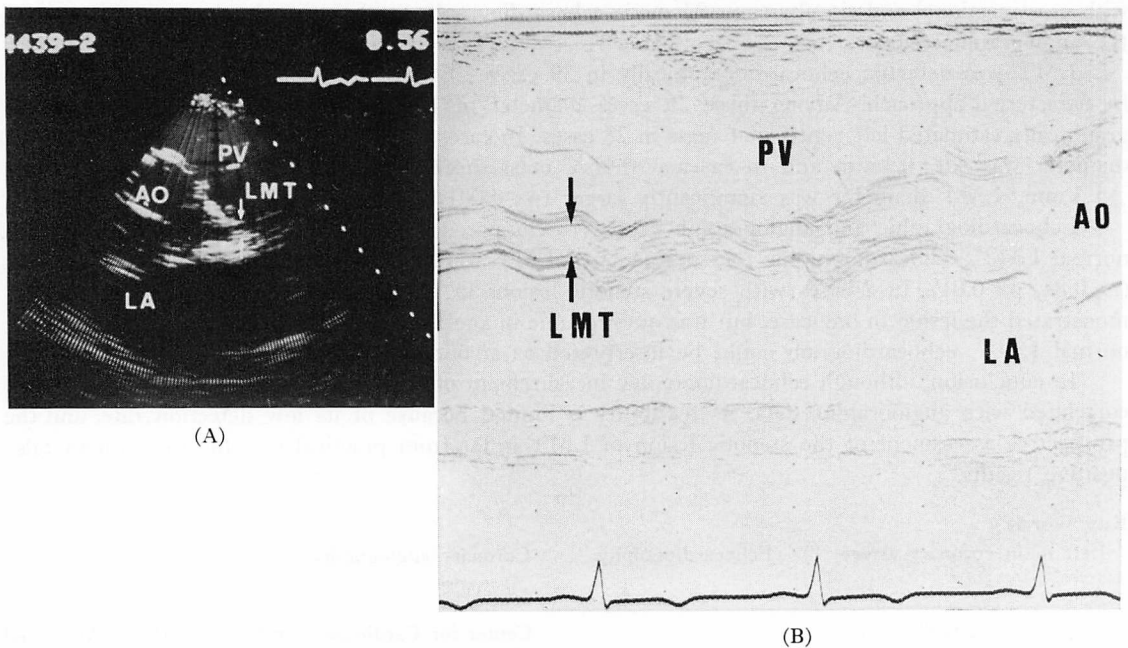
Echocardiogram of the left main coronary artery (a 44-year-old man with subaortic stenosis).
